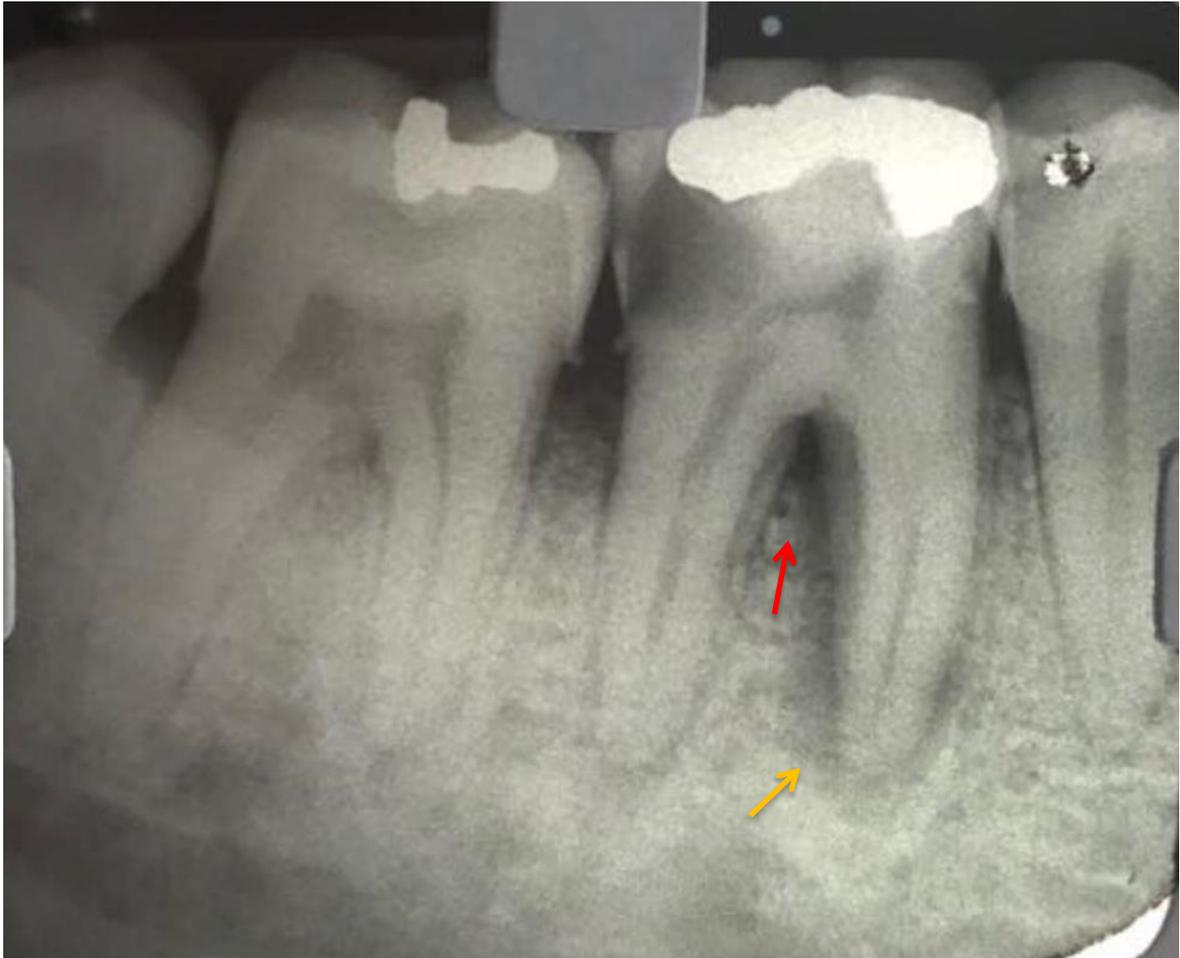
Radiografia inicial, seta indica amarela lesão na raiz mesial e seta vermelha lesão de furca
